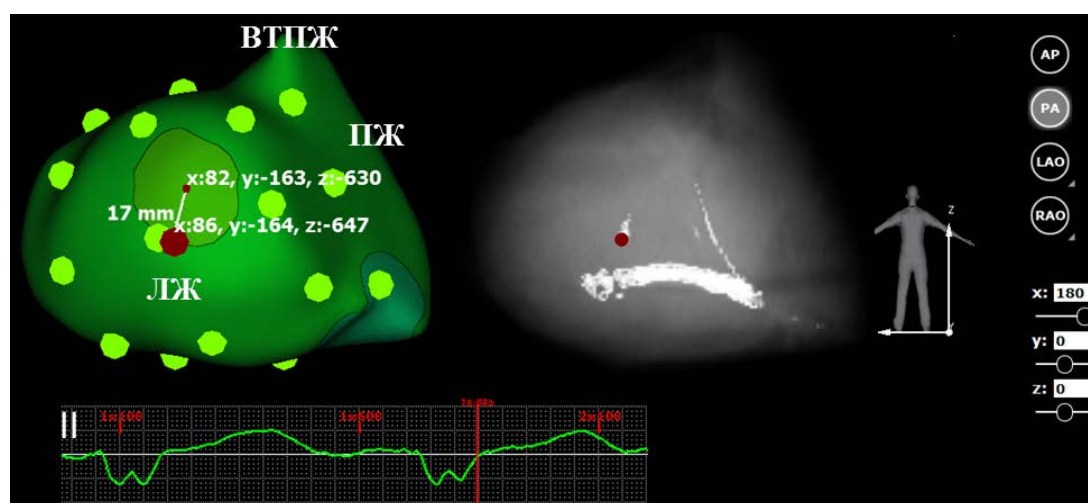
Измерение расстояния от tip ЛЖЭ до центра зоны поздней активации ЛЖ при ПБЛНПГ (17мм). Слева — изопотенциальная карта на эпикардальной модели желудочков. Справа — КТ модель в режиме флюороскопии. Красный маркер — tip ЛЖЭ.
